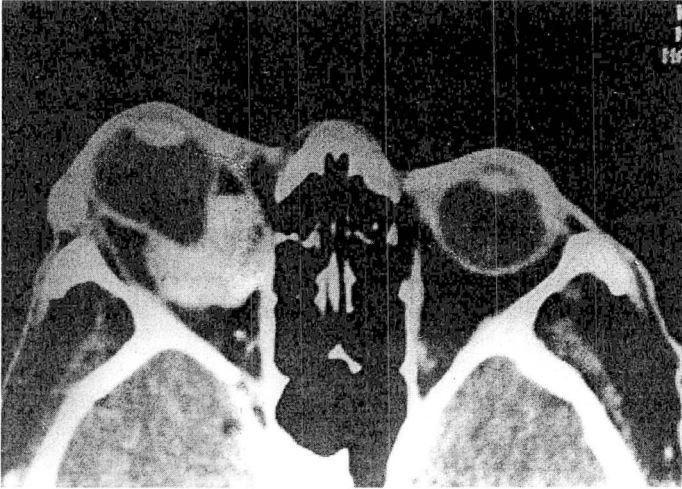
Tomografia computadorizada com contraste, mostrando volumoso tumor hipercontrastante dentro do cone orbitário direito. Observe a ectasia posterior do globo ocular.
